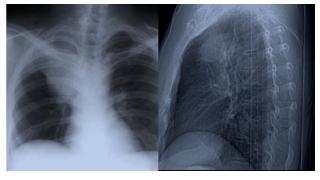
Radiographie thoracique: atteinte parenchymateuse de l'apex droit avec des opacités hilaires droites
